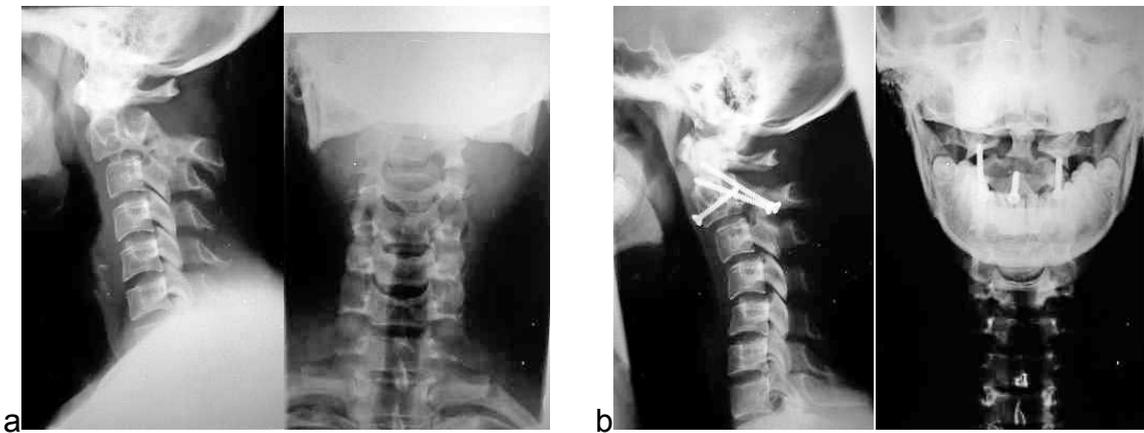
a präoperative Röntgenbilder b operative Versorgung mit dorsaler offener Reposition, Bogenverschraubung linksseitig nach Judet, Fusion HWK1 und 2 rechts mit Schraubenosteosynthese nach Magerl, ventrale interfragmentäre Verschraubung der Corpusfraktur HWK 2
